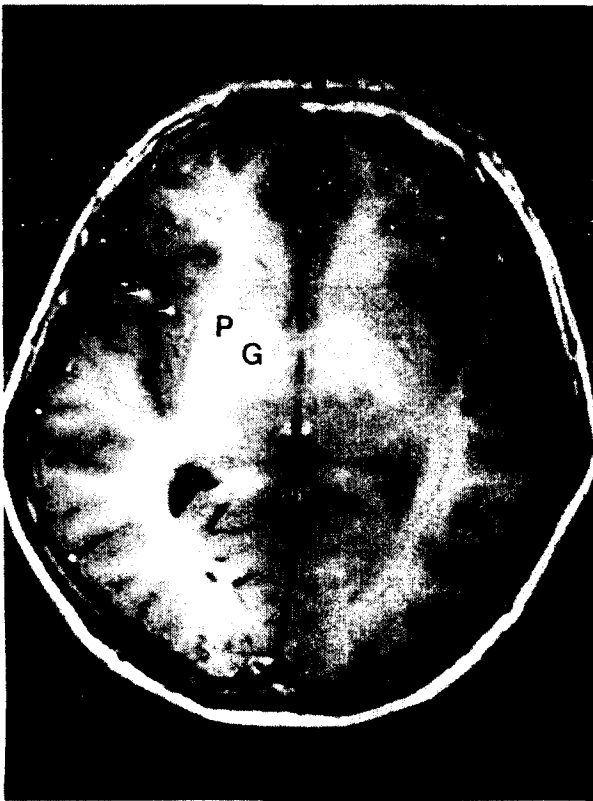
Axial T1 weighted MR image at the basal ganglia level shows increased signal intensity in the globus pallidus
